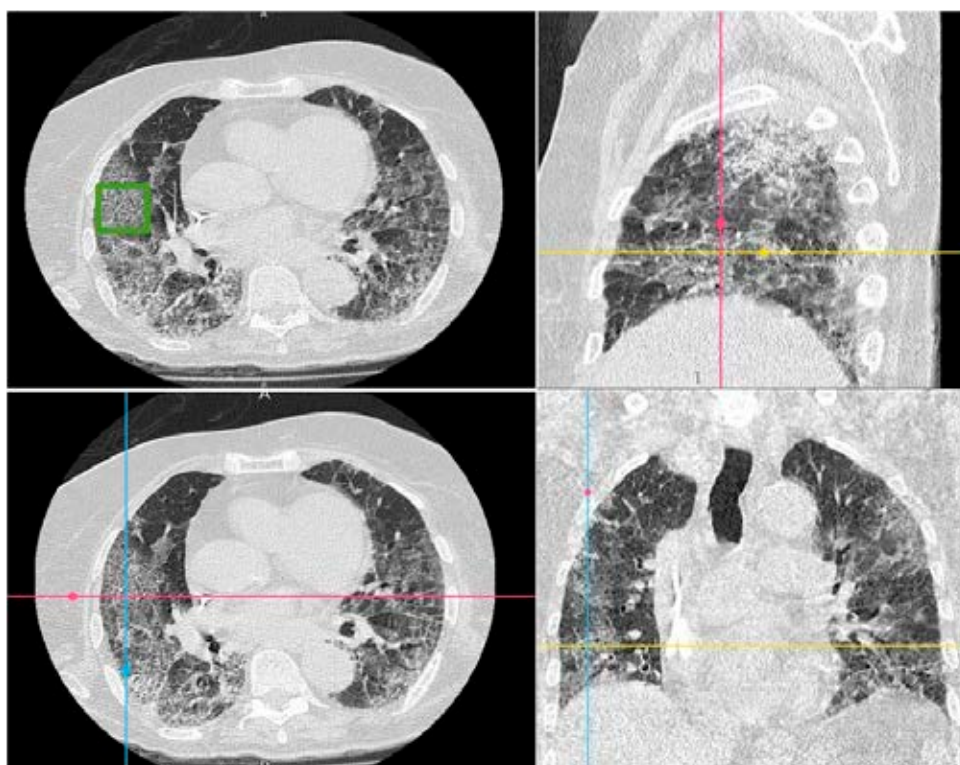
Разметка КТ-изображений с использованием мультипланарной реконструкции («булыжная мостовая»).
